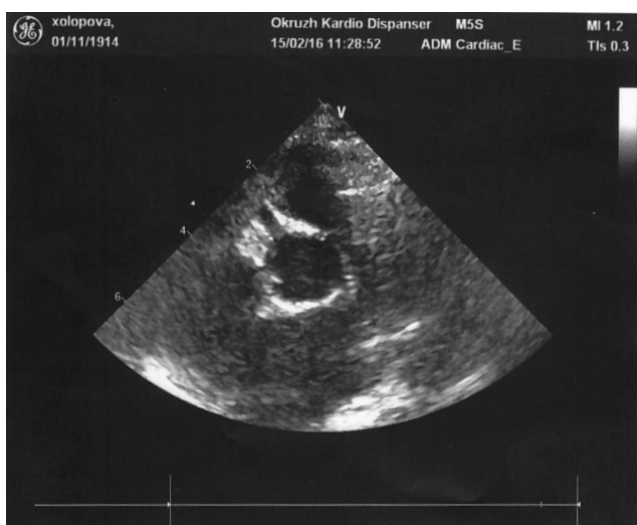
Эхокардиография до операции (визуализируется устье правой коронарной артерии от правого коронарного синуса, устье левой коронарной артерии не визуализируется)
